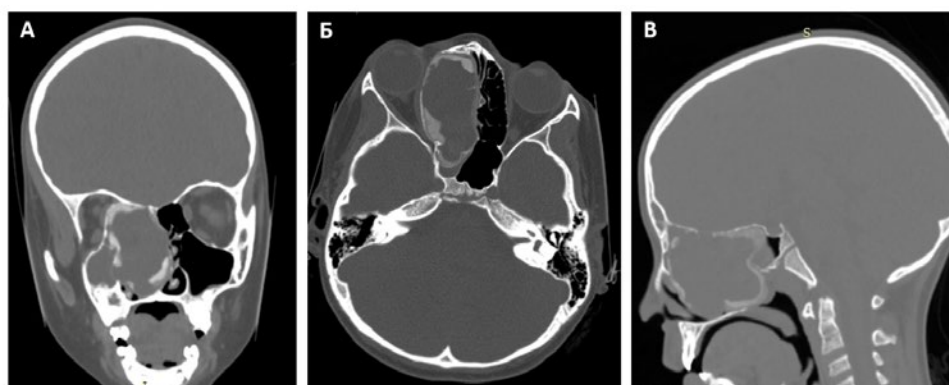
КТ-изображения перед операцией.
